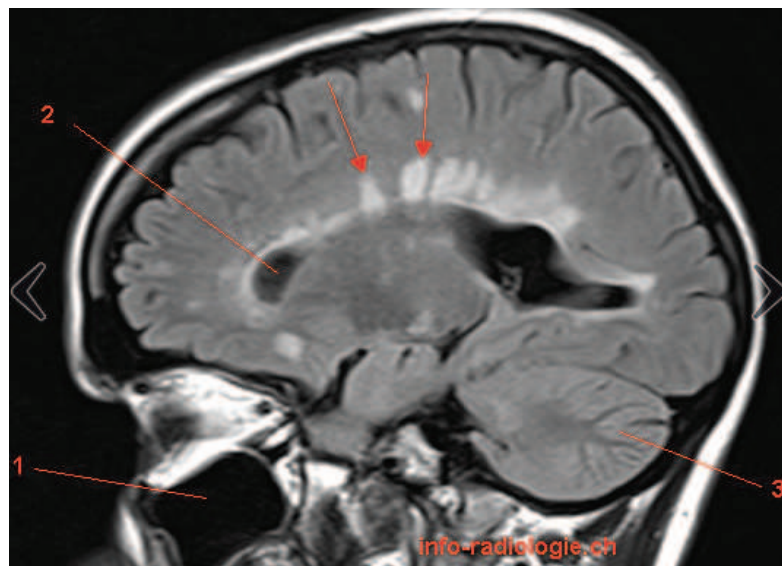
IRM cérébrale, coupe axiale, T2 [43]
